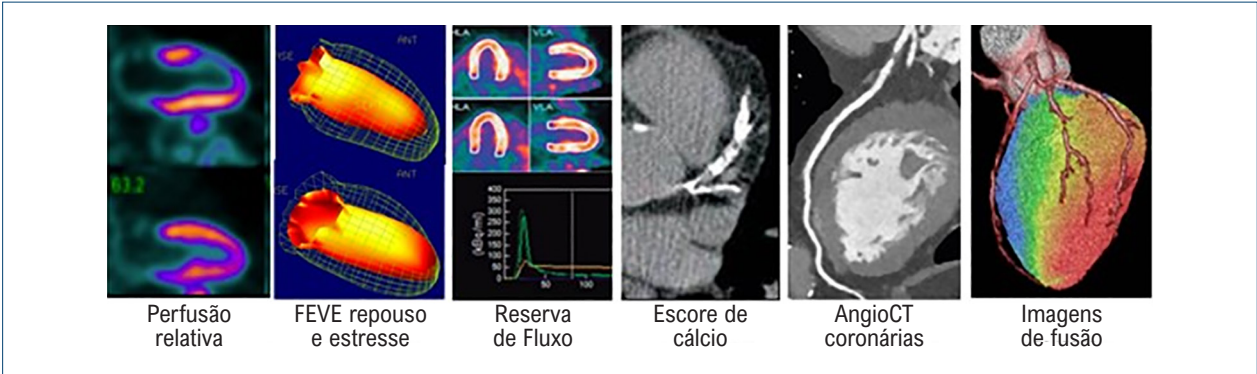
Imagens de perfusão por PET/CT – informações abrangentes. Adaptado de Al-Mallah et al.¹²
